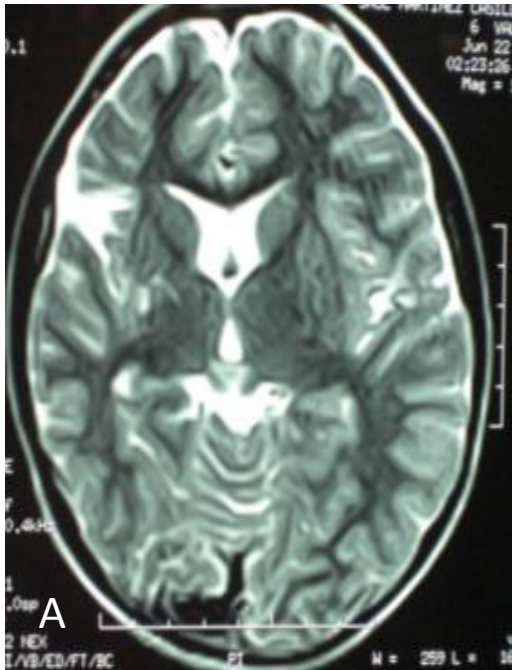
Imagen MRI que revela anomalías en la señal en el lóbulo parietal en A, Que se correlaciona con la imagen en B donde se observa pérdida neuronal visualizado por los grandes espacios(NeuN núcleos de neuronas en café), correspondiente a la enfermedad remota de Encefalitis de Rasmussen. En la enfermedad activa en C se muestra infiltrado perivascular de linfocitos CD4+, CD8 en D y nódulos de microglia activa marcado con HLA-D. Barra de calibración en B 200 μ m, en C,D Ye 20 μ m
